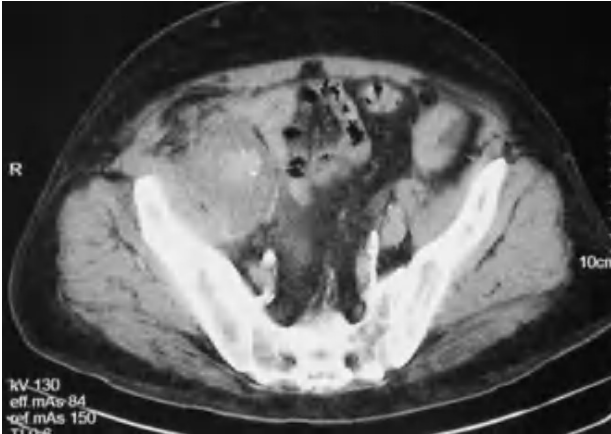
Tomografía computarizada con contraste donde se observa hematoma retroperitoneal que engloba la bifurcación iliaca derecha e infiltra el músculo psoas-iliaco.
